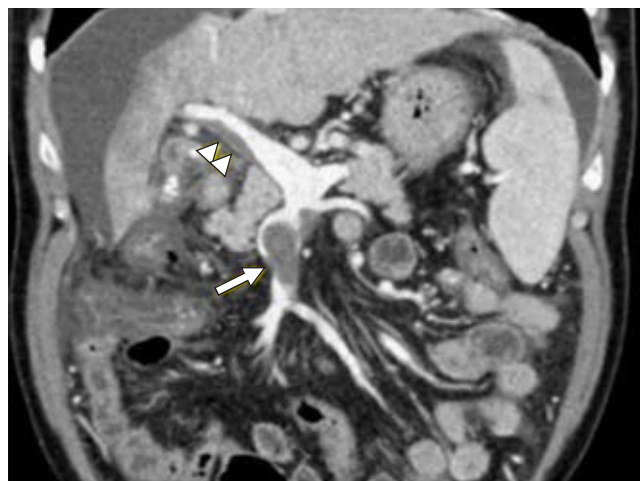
Corte coronal de tomografía computarizada (TC). Se observa la presencia de un material de alta densidad en el interior de la vena mesentérica superior (flecha) que corresponde a una trombosis total. A nivel de la vena porta se observa una trombosis parcial que no afecta la totalidad de la luz (cabeza de flecha).¹⁶
